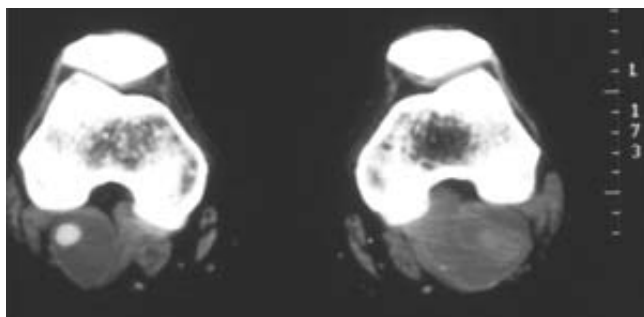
Angiotomografía: aneurisma poplíteo bilateral. El izquierdo está trombosado.
